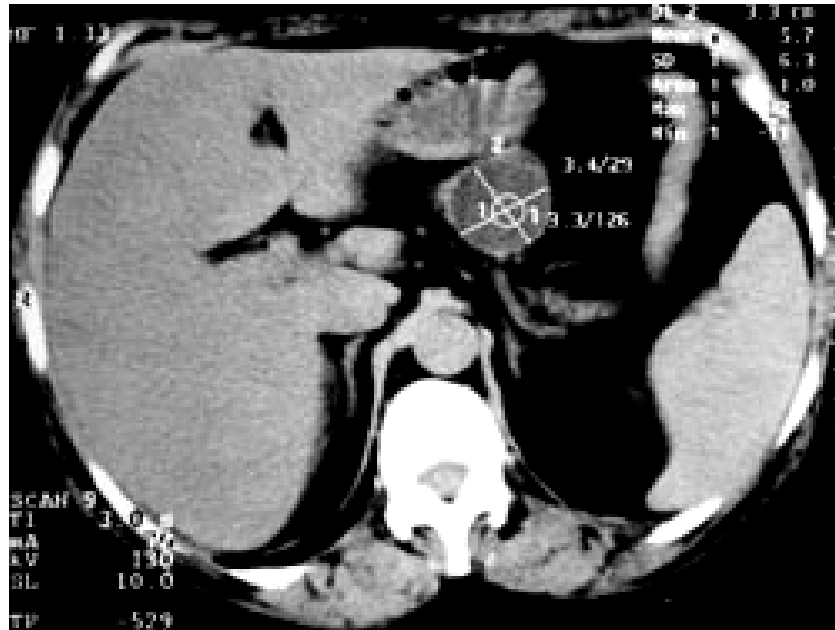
TDM : masse kystique rétro-gastrique. [97]
